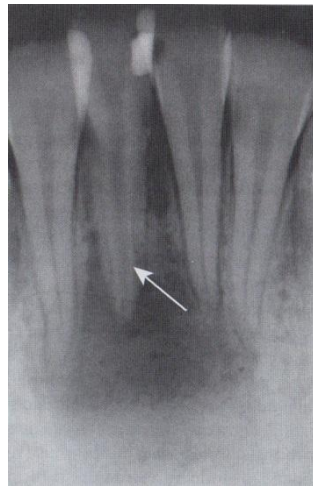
Abscesso periapical crónico. Os 4 dentes não respondem aos testes pulpares, a seta indica o aumento de deposição de dentina fisiológica secundária.²⁰
